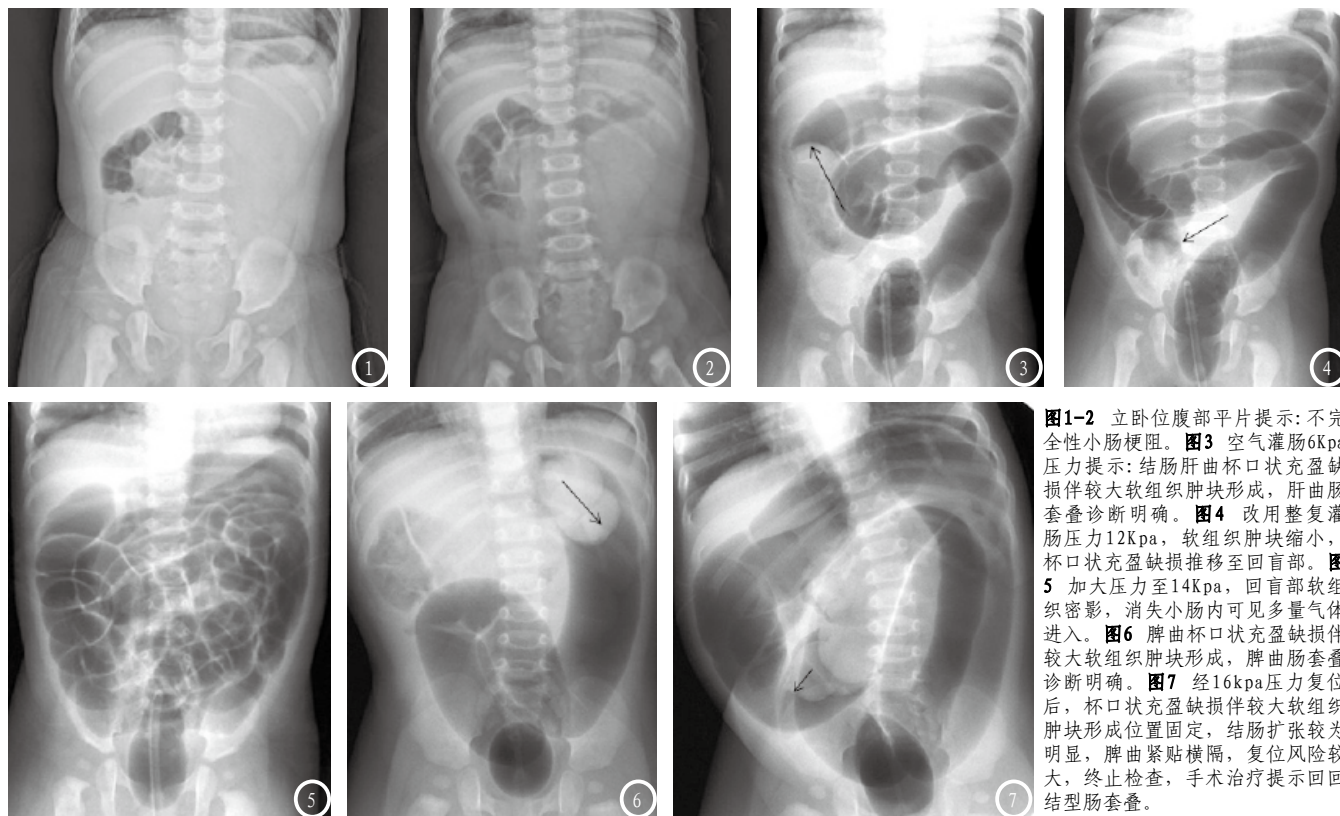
立卧位腹部平片提示:不完全性小肠梗阻。图3 空气灌肠6Kpa压力提示:结肠肝曲杯口状充盈缺损伴较大软组织肿块形成,肝曲肠套叠诊断明确。图4 改用整复灌肠压力12Kpa,软组织肿块缩小,杯口状充盈缺损推移至回盲部。图5 加大压力至14Kpa,回盲部软组织密影,消失小肠内可见多量气体进入。图6 脾曲杯口状充盈缺损伴较大软组织肿块形成,脾曲肠套叠诊断明确。图7 经16kpa压力复位后,杯口状充盈缺损伴较大软组织肿块形成位置固定,结肠扩张较为明显,脾曲紧贴横膈,复位风险较大,终止检查,手术治疗提示回回结型肠套叠。
